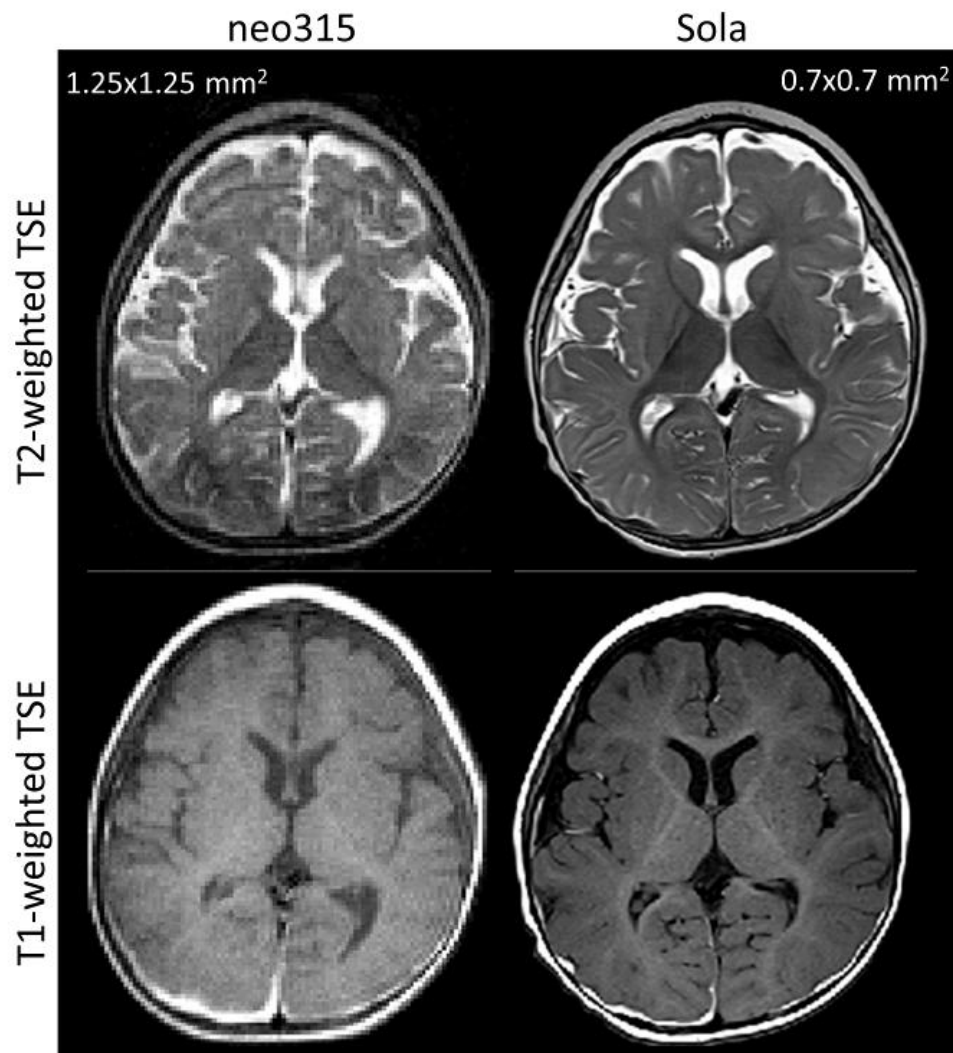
T1- and T2- weighted (turbo) spin echos of an awake infant on the dedicated neonatal MRI (neo315, NeoScan solutions, left images) and under anesthesia on a standard clinical scanner (Siemens, MAGNETOM Sola, right images). Images from the neo315 have lower in plane resolution and motion artefacts. However, image contrast is comparable and a bilateral subdural hematoma is visible as a hyperintense or hypointense area dorsal of the brain in all images.
